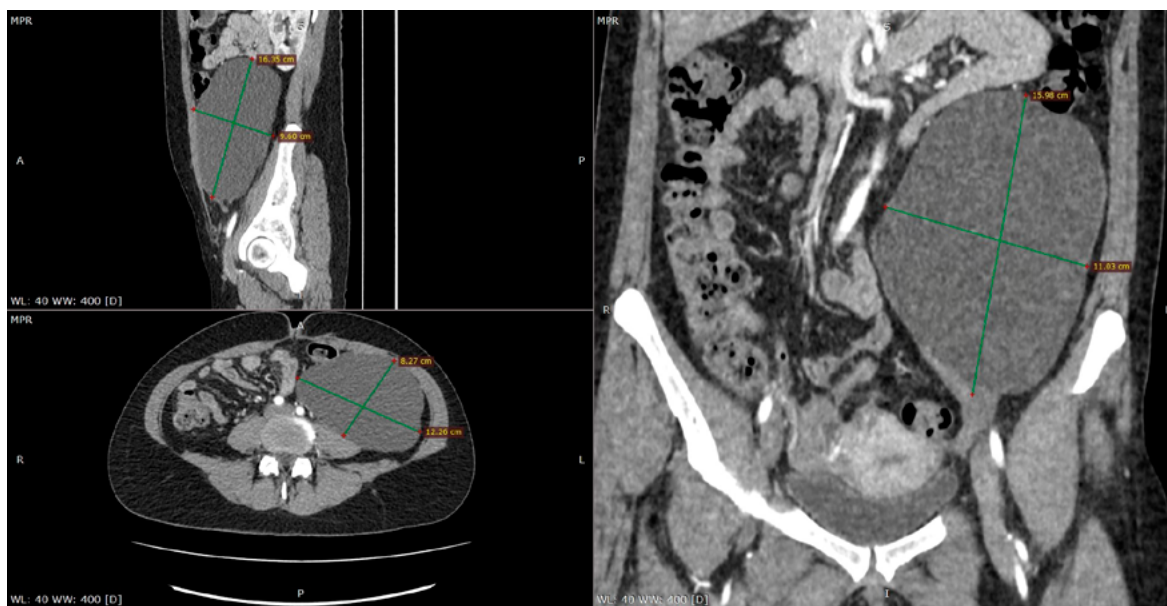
КТ-снимки кистозного образования в сагиттальной, аксиальной и фронтальной проекциях
